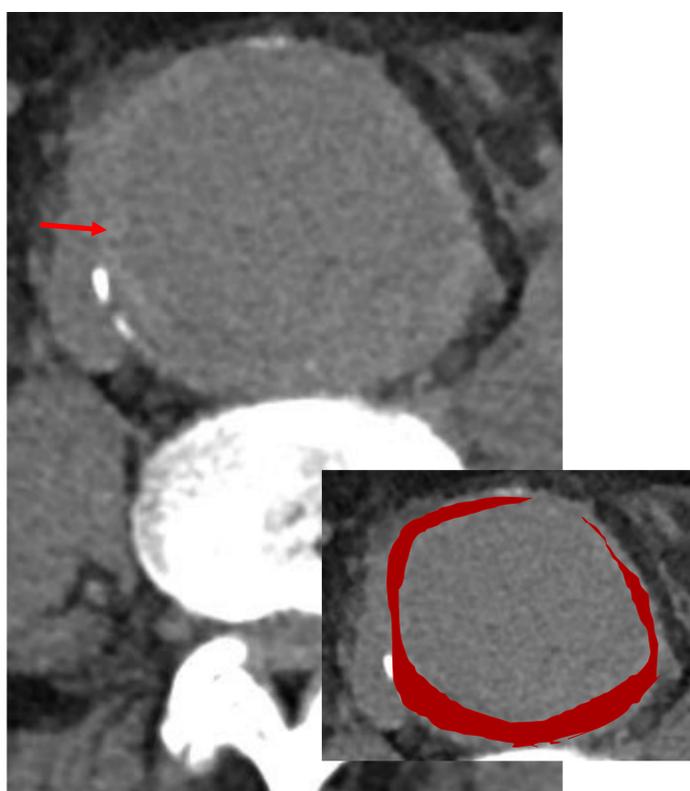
(TC abd sin cte): AAA con trombo mural hiperdenso respecto la luz (flecha).
